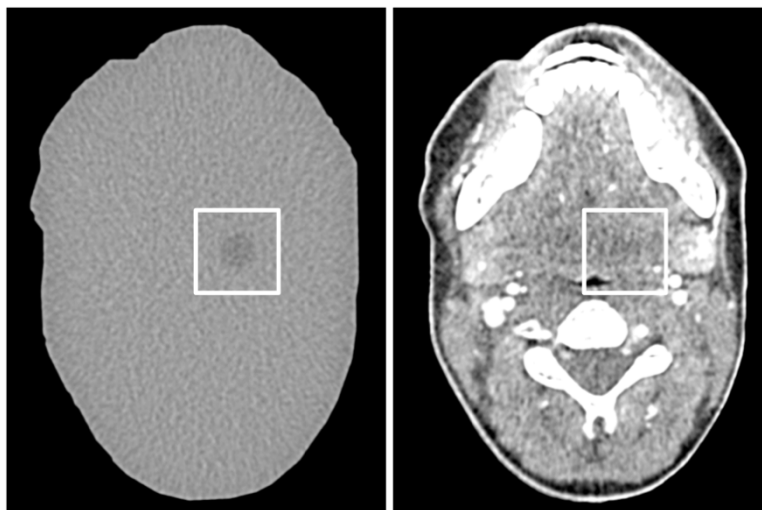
Befunddarstellung vor homogenem und anatomischem Hintergrund. CT-Aufnahmen von zwei Phantomen bei gleichen Aufnahme- und Rekonstruktionsparametern. Beide Bilder enthalten jeweils eine hypodense Läsion mit 1 cm Durchmesser und gleichem Kontrast in identischer Position. (Originalabbildung durch den Autor)
